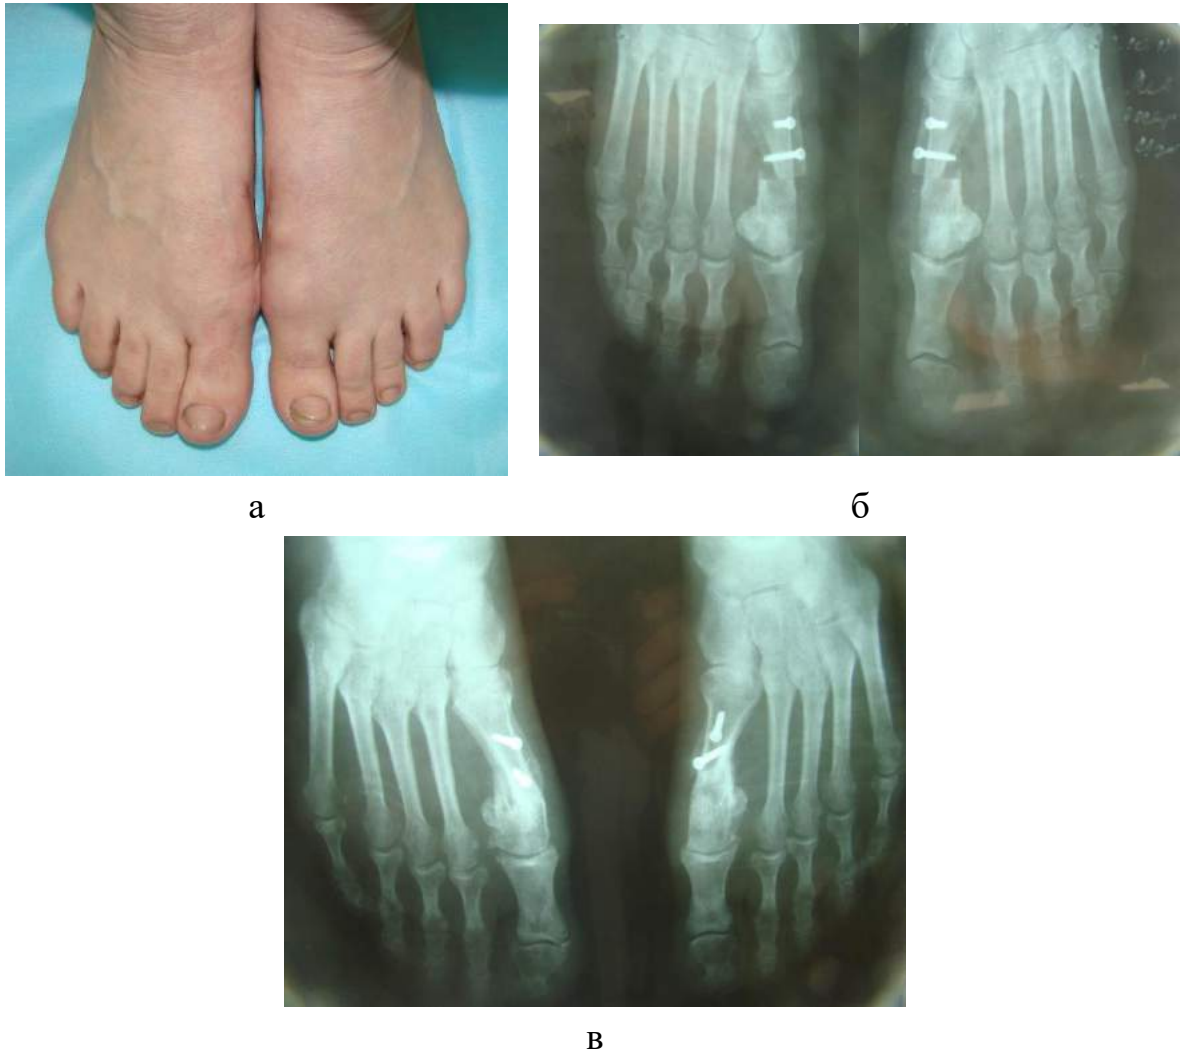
Зображення стоп пацієнтки з НV II ст. через 1 рік (а) після хірургічного втручання. Фотовідбитки з рентгенограм переднього відділу стоп після операції (б) та через 1 рік (в) після хірургічного втручання.
